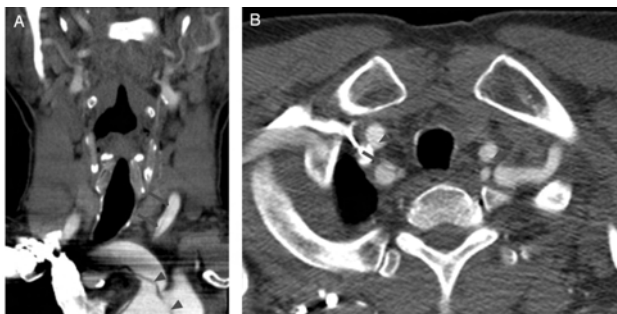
Contrast-enhanced computed tomographic image on neck shows A. left common carotid artery dissection (arrow) and flap in aortic arch level (arrow head) B. right brachiocephalic trunk (arrow) and both common carotid arteries (arrow head) dissection.
